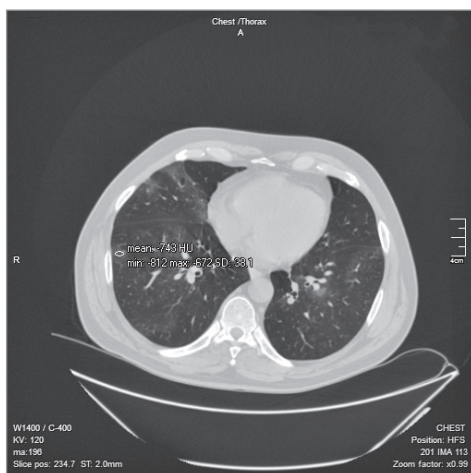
Аксіальний зріз КТ хворого Г із денситометричними показниками
